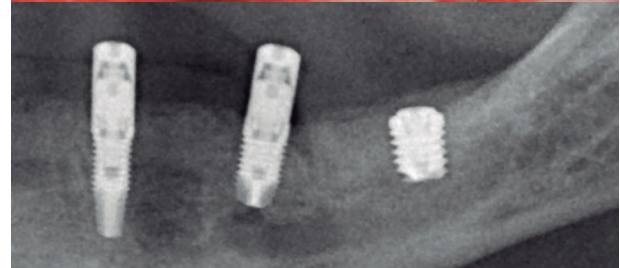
Radiografía a los 17 años de seguimiento. Vemos la estabilidad del tratamiento.
